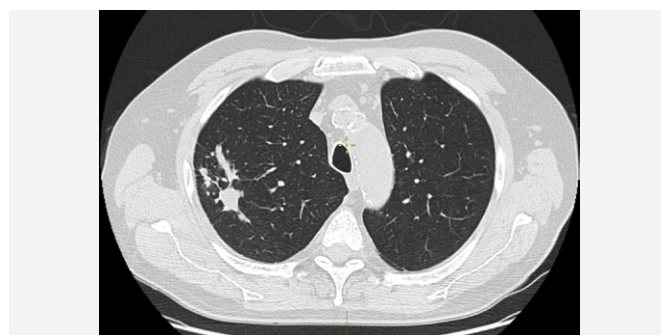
Компьютерная томограмма органов грудной клетки больного М., 65 лет: определяется рубцово-инфильтративный туберкулёзный процесс в верхней доле правого лёгкого
